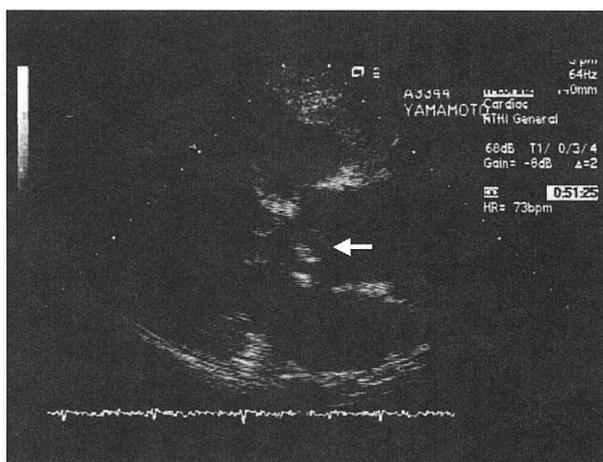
Echocardiogram on admission showing the bicuspid aortic valve with vegetation (arrow).
